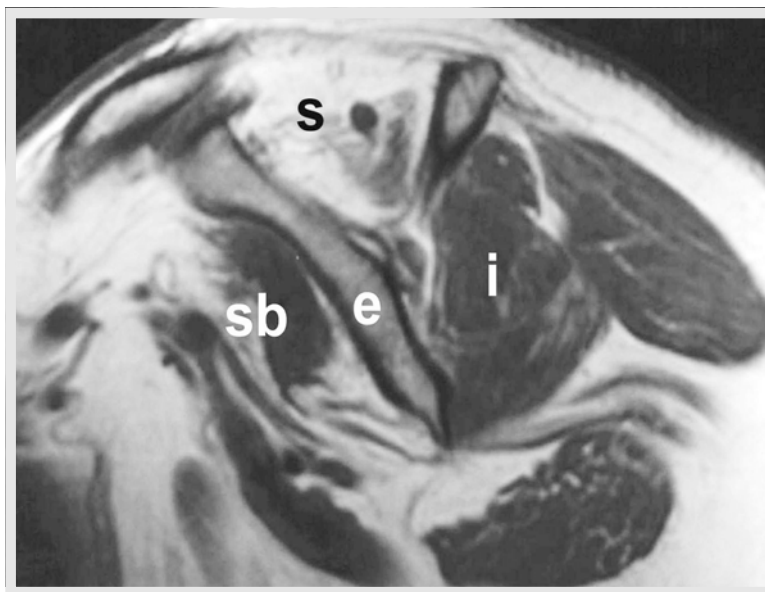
Corte sagital oblíquo de RM mostrando a escápula (e) e o ventre dos músculos supra-espinhal (s), infra-espinhal (i) e subescapular (sb). Note-se a hipotrofia e substituição gordurosa facilmente identificadas no supra-espinhal, decorrente de ruptura crônica do manguito.
